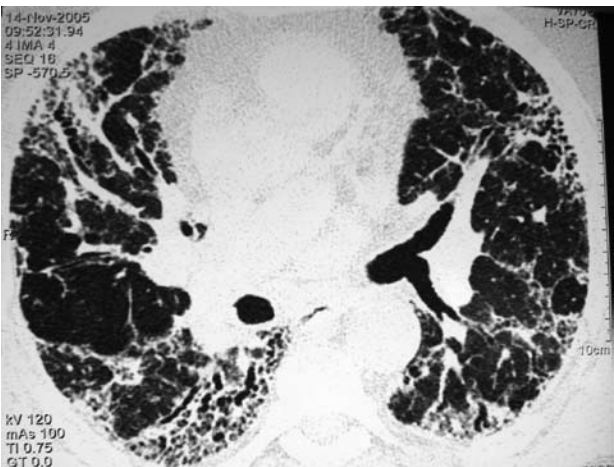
Patient 3, HRCT after 4 years. Level 4: Pulmonary venous confluence: total interstitial disease score (TID) =70.
